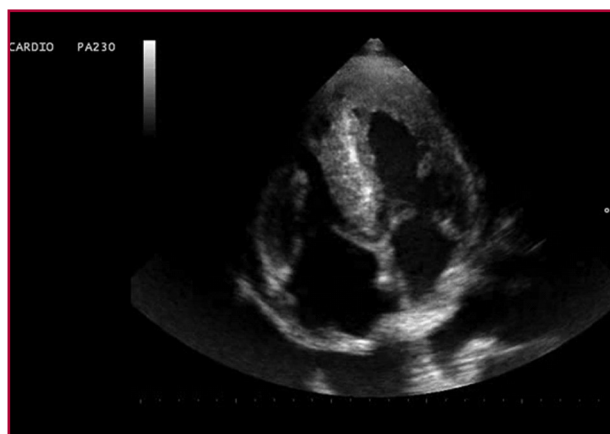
Ventana apical en ecocardiograma transtorácico que muestra marcado engrosamiento parietal con leve deterioro global de la función sistólica, patrón de llenado restrictivo, dilatación biauricular e hiperrefringencia en el miocardio.
